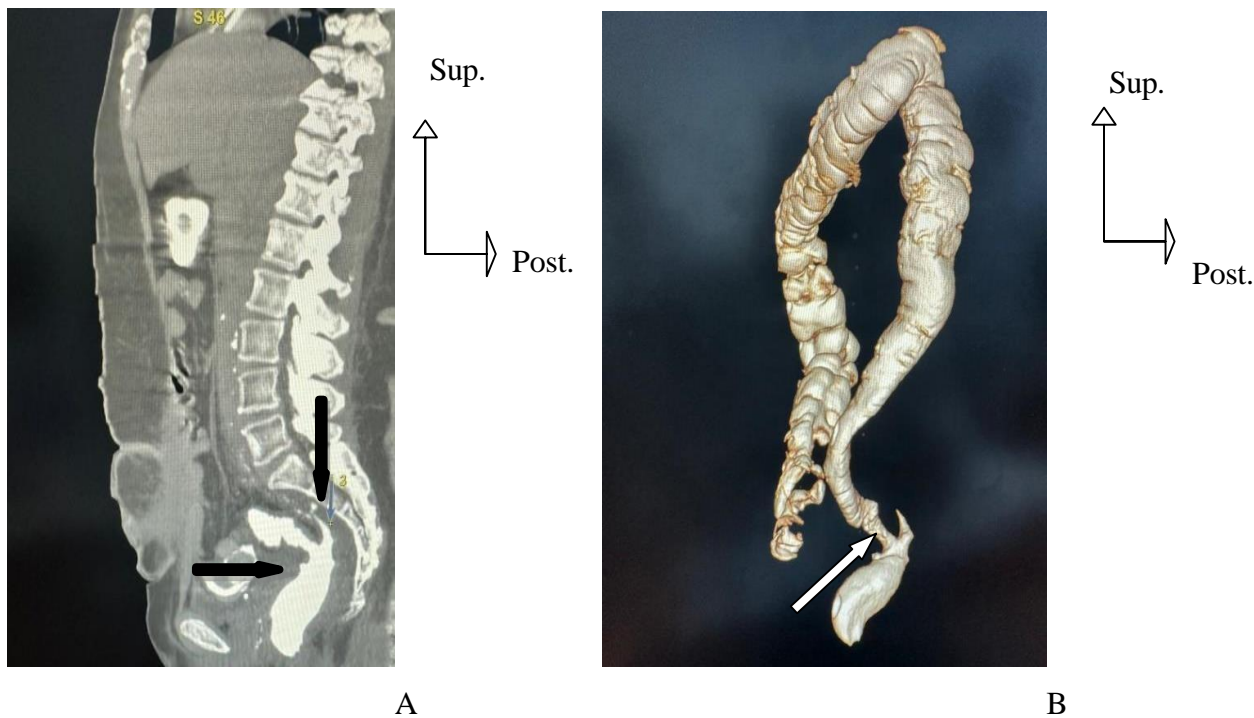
Images TDM abdominale en reconstruction sagittale et en fenêtre parenchymateuse (A) et 3D (B) après opacification
